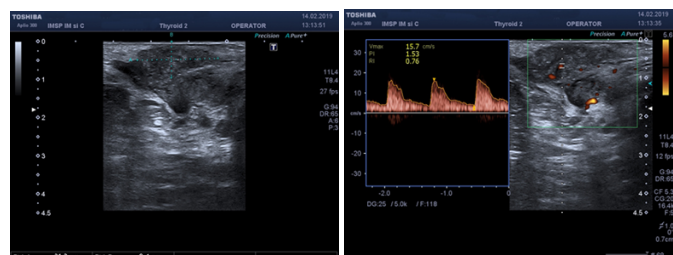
(a, b). Ultrasonografia cu dopplerografie a perineului: formațiune hipocogenă de 21x9 mm cu contur hiperecogen neregulat cu flux sanguin periferic
